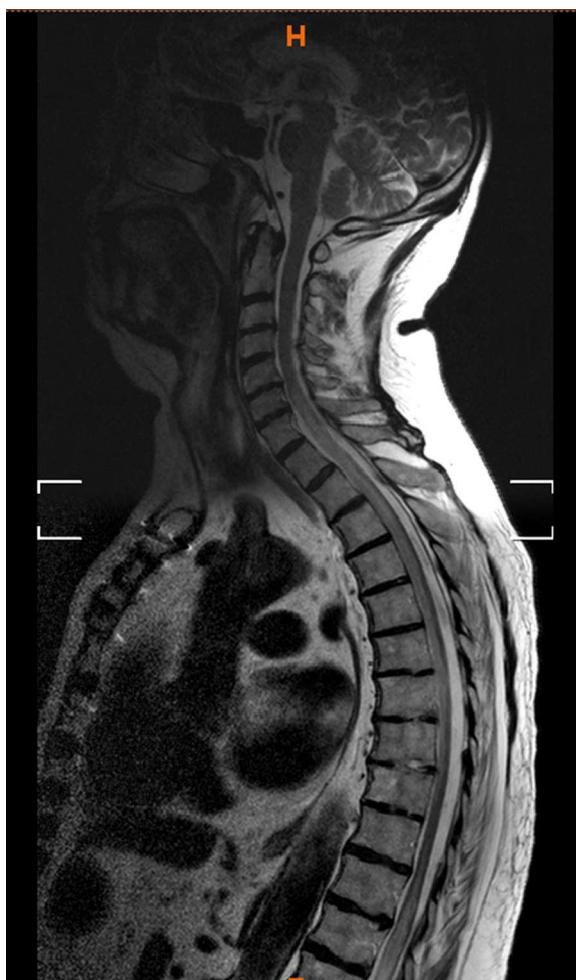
RMN de columna: corte sagital que evidencia una lesión isquémica extensa medular.
